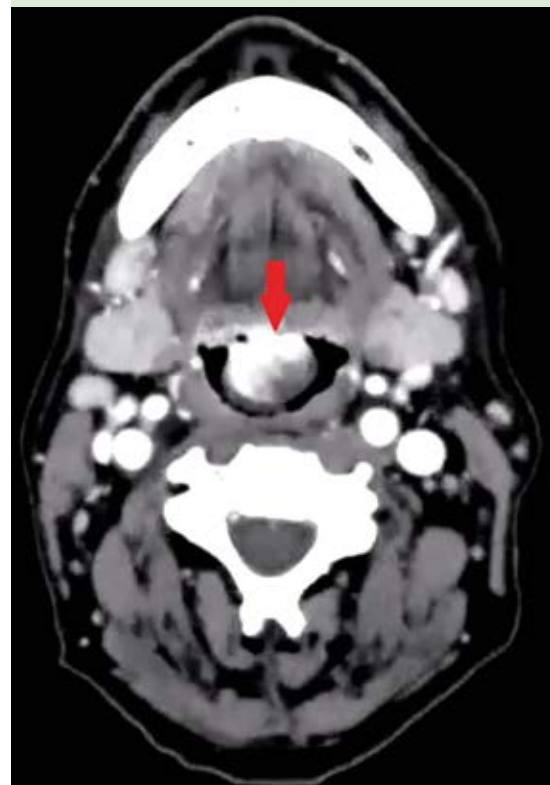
Tomografía contrastada de cuello en corte axial que muestra un tumor orofaríngeo derecho con captación de medio de contraste y múltiples adenopatías cervicales.
